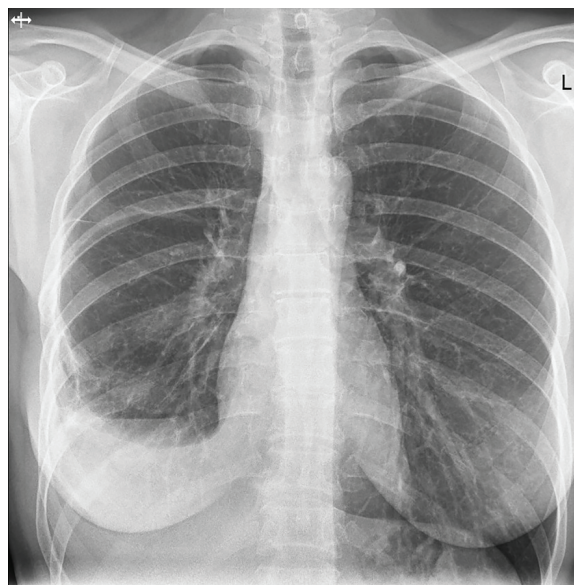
Рентгенограма при виписці
